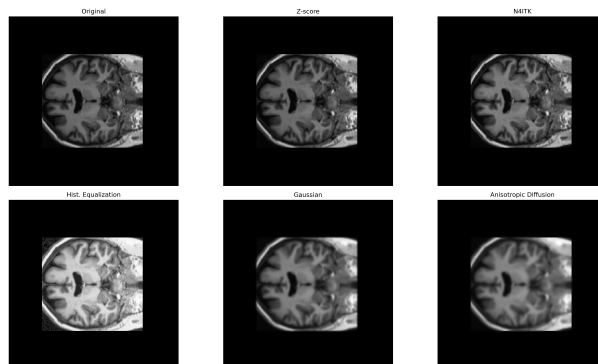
MRI com pré-processamento aplicado
